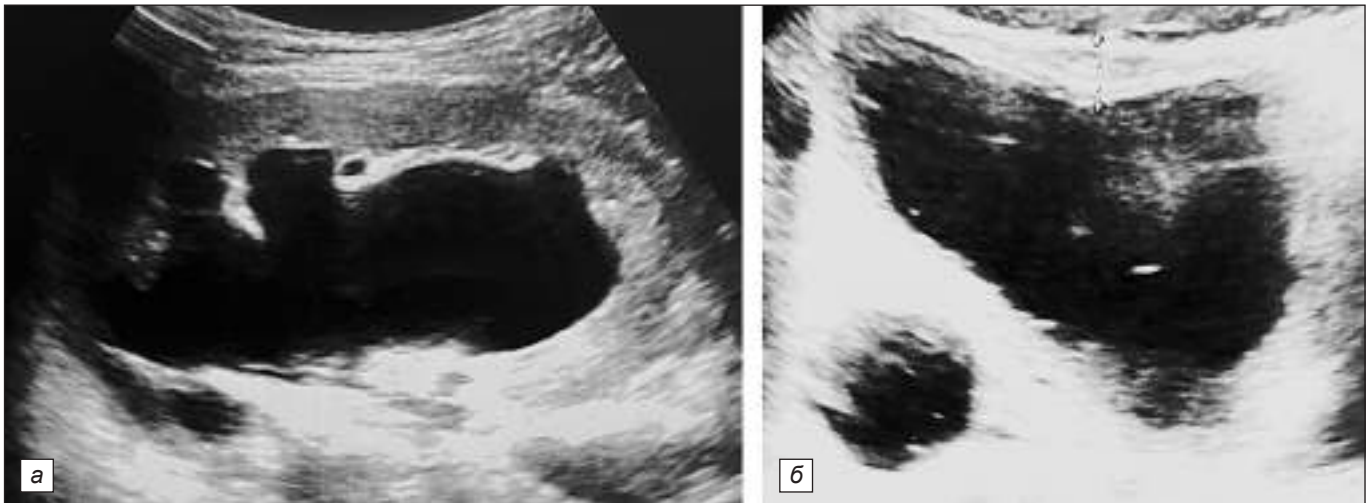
УЗИ в В-режиме девочки П., 10 лет, до выполнения уретероцистоанастомоза: *a* – расширение чашечно-лоханочной системы правой почки; *б* – расширение правого мочеточника.
